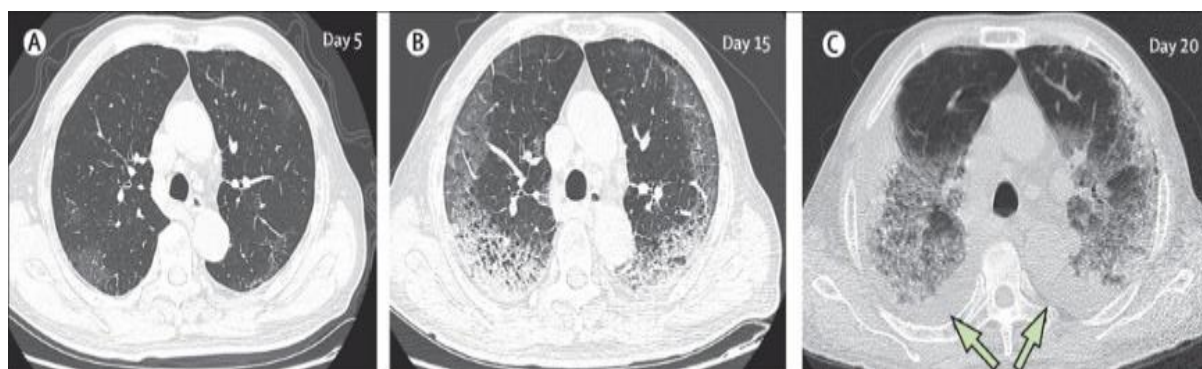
TDM en série en coupe transversale mince d'un homme de 77 ans[90].
